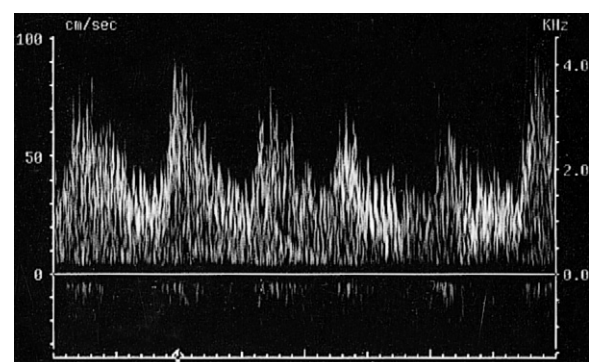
Dopplerspektrum mit turbulenter Strömung.
